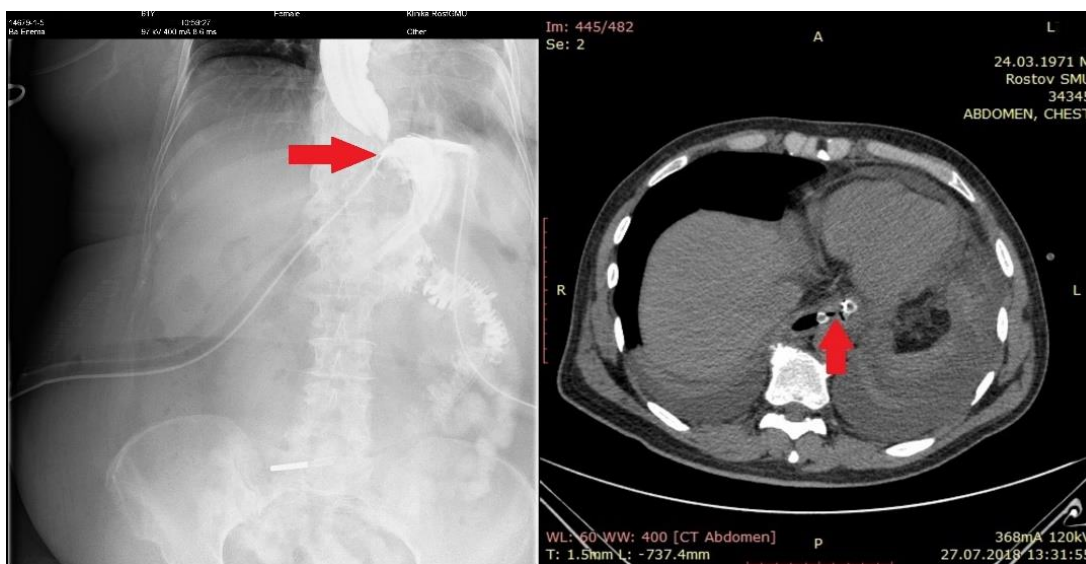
Пациент Л., 49 лет, на 5-е сутки после релапаротомии. Рентгенограмма с водорастворимым контрастом (слева) и компьютерная томограмма органов грудной клетки. Стрелкой указана зона дефекта стенки пищевода, адекватно дренируемая дренажной трубкой.
